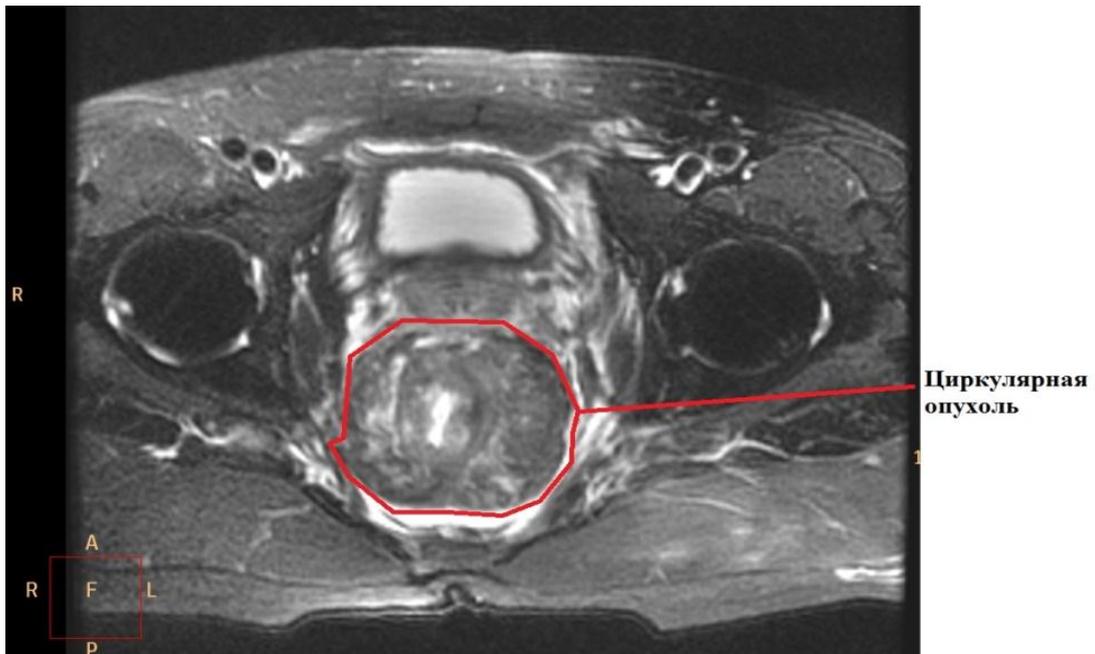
Магнитно-резонансная томограмма больного М., и. б. 15502/6.
